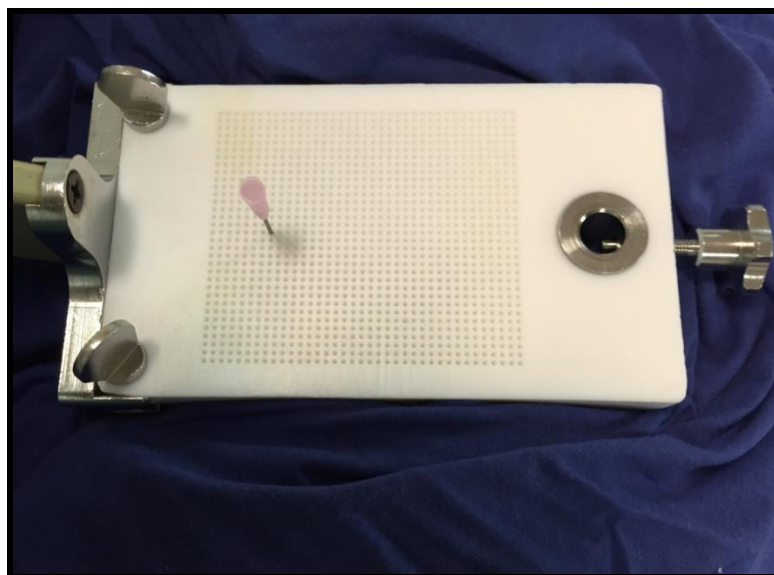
Рентгенопрозрачная матрица (применяется, в том числе, для имплантации радиоактивных источников при брахитерапии простаты).
